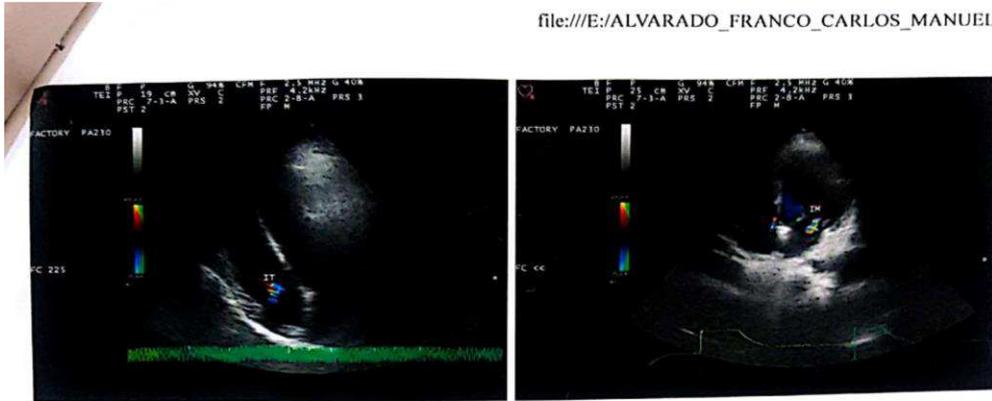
Figura #8. Resultados del ecocardiograma realizados al paciente
